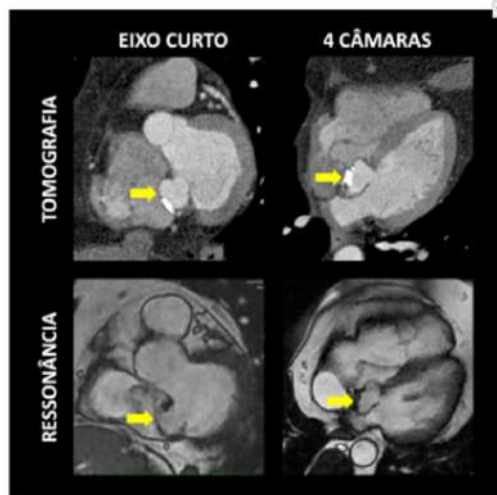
Imagens de tomografia (painéis superiores) e de ressonância magnética cardíaca (painéis inferiores) demonstrando aneurisma subvalvar mitral, com projeção ao átrio direito, medindo 21 x 20mm (setas). Observam-se focos de calcificação associados a esta estrutura.
